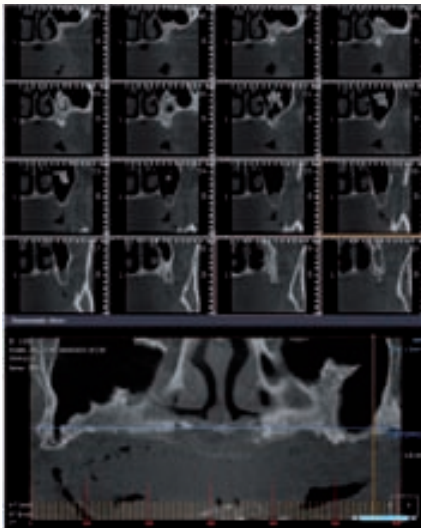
TAC sector 2 distal
